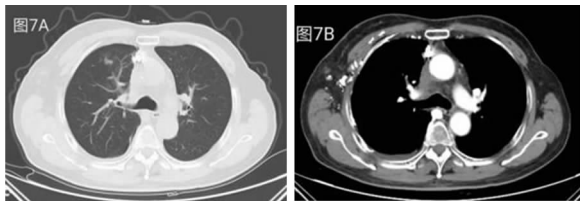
2021 年 1 月 28 日胸部增强 CT
